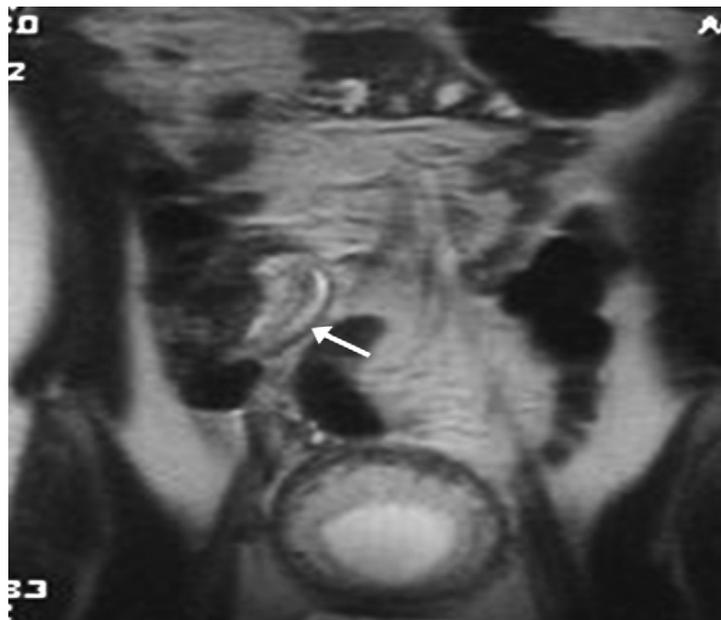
Image IRM en coupe coronale pondérée T2 d'une appendicite aigue avec épaissement de la paroi appendiculaire (flèche) et extension médiale au coecum
